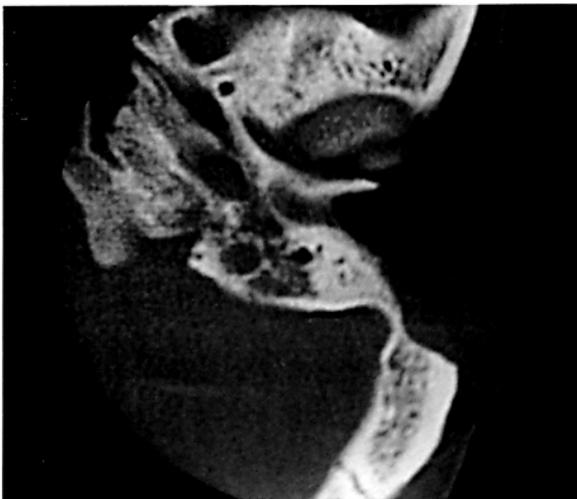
TAC de oídos en el ue se aprecia ocupación de todo el CAE y oído medio con destrucción total de huesecillos.
